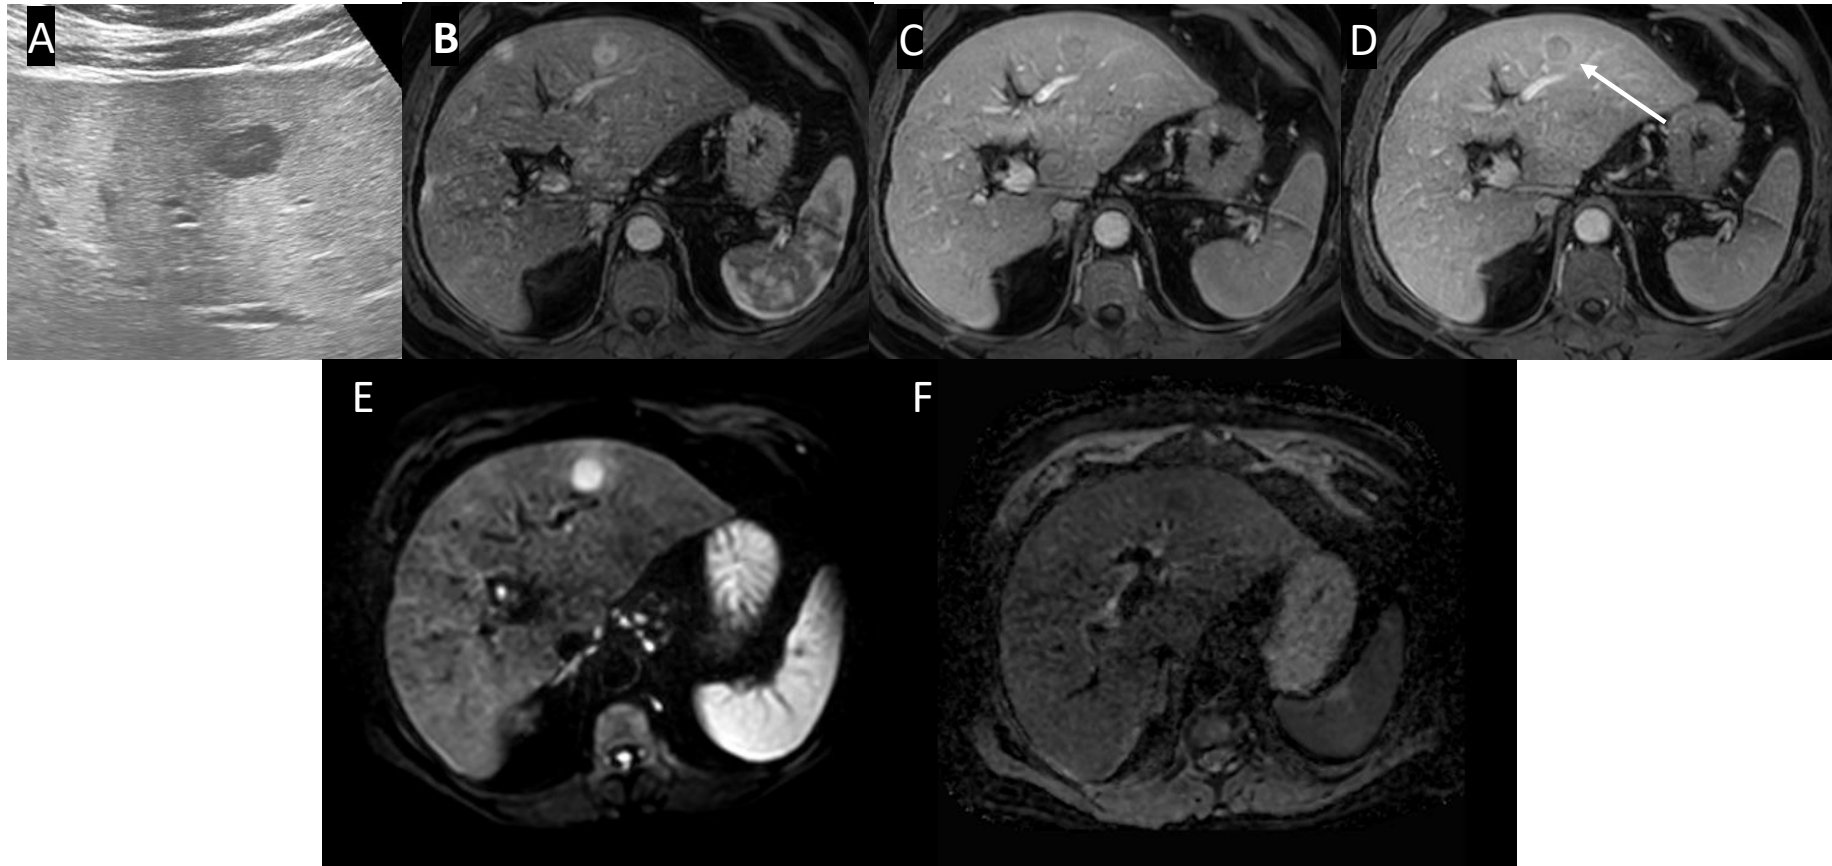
A: Ecografía hepática. Lesión hipoecoica en segmento II. B, C y D (T1): RM hepática con contraste. Lesión hiperintensa con captación arterial y lavado, presentando pseudocápsula con captación de contraste en fase tardía (flecha). E (DWI) y F (ADC): Restricción a la difusión de la lesión. Hallazgos en relación con hepatocarcinoma.
